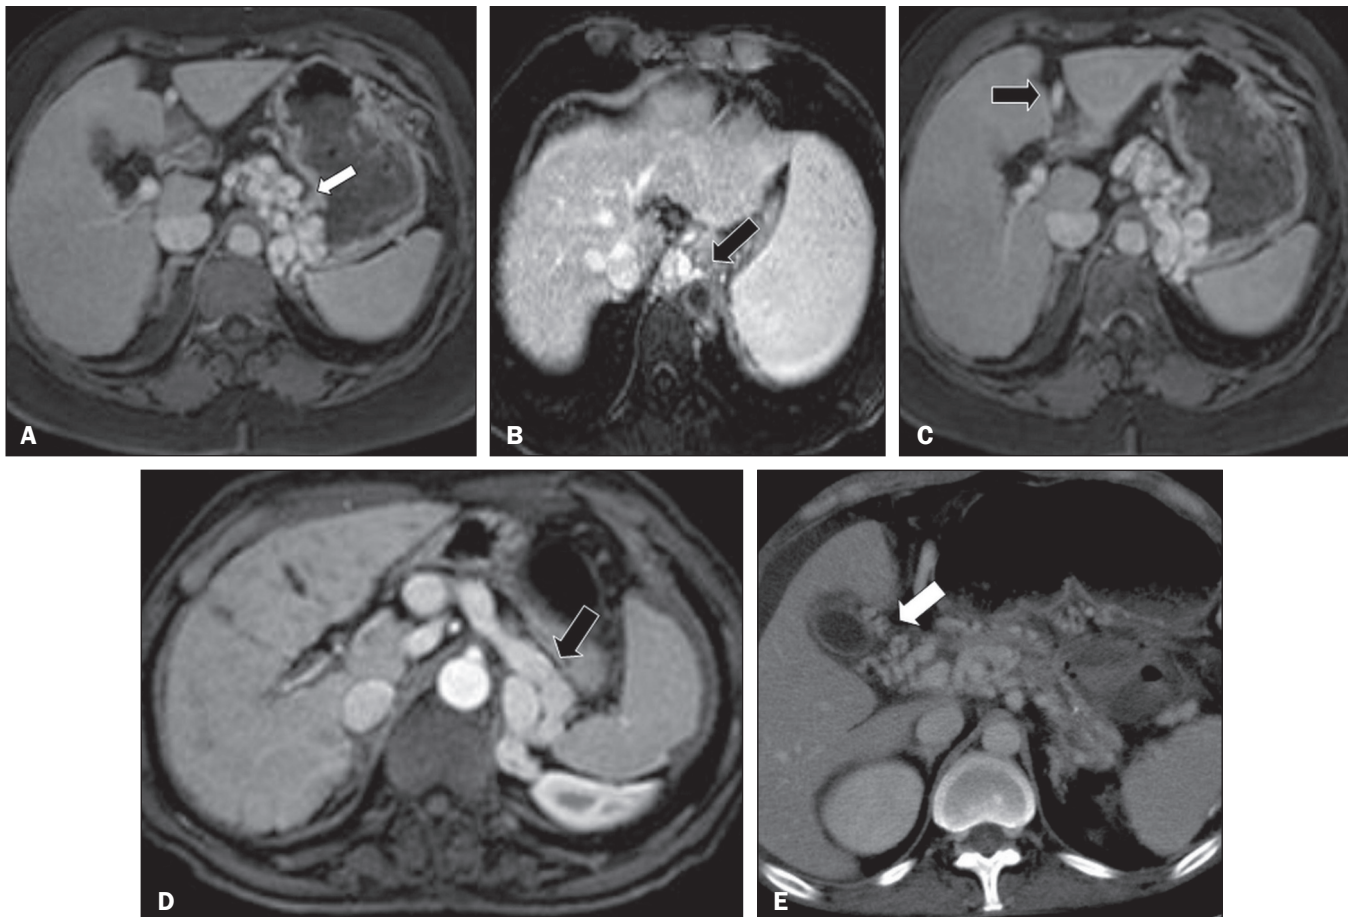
A: Varizes gastroesofágicas. Corte axial de TC com contraste mostrando vasos dilatados na pequena curvatura e na junção gastroesofágica (seta). B: Varizes paraesofágicas mostradas em RM com contraste revelando vasos dilatados ao redor da porção distal do esôfago (seta). C: Recanalização das veias paraumbilicais em corte axial de RM com contraste em T1 mostrando reabertura das veias localizadas no ligamento redondo e falciforme (seta). D: Shunt espleno-renal em RM com contraste. Há comunicação da veia esplênica e da veia renal esquerda por intermédio de veias serpiginosas e dilatadas (seta). E: Corte axial de TC com contraste mostrando vasos tortuosos e dilatados na parede da vesícula biliar (seta).
